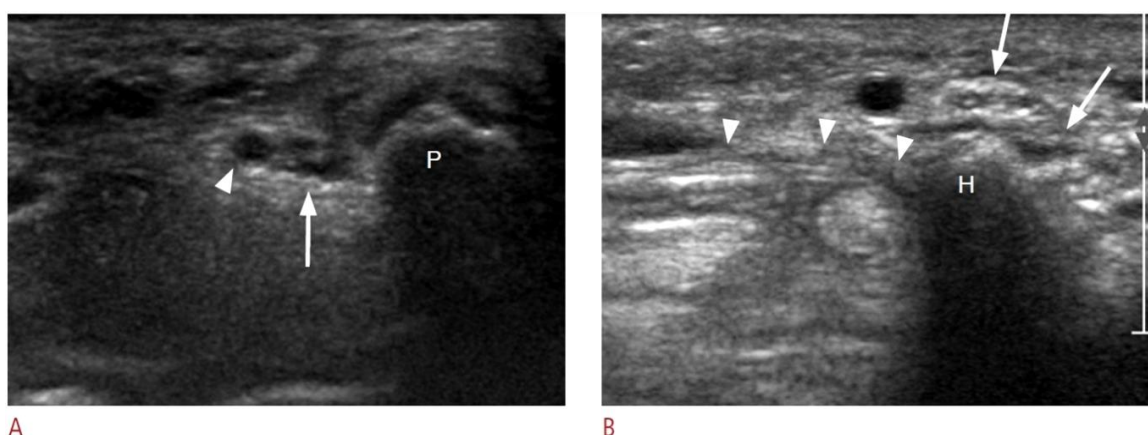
Images échographiques d'après Soo-Jung C. Université de Corée Janvier 2015.
